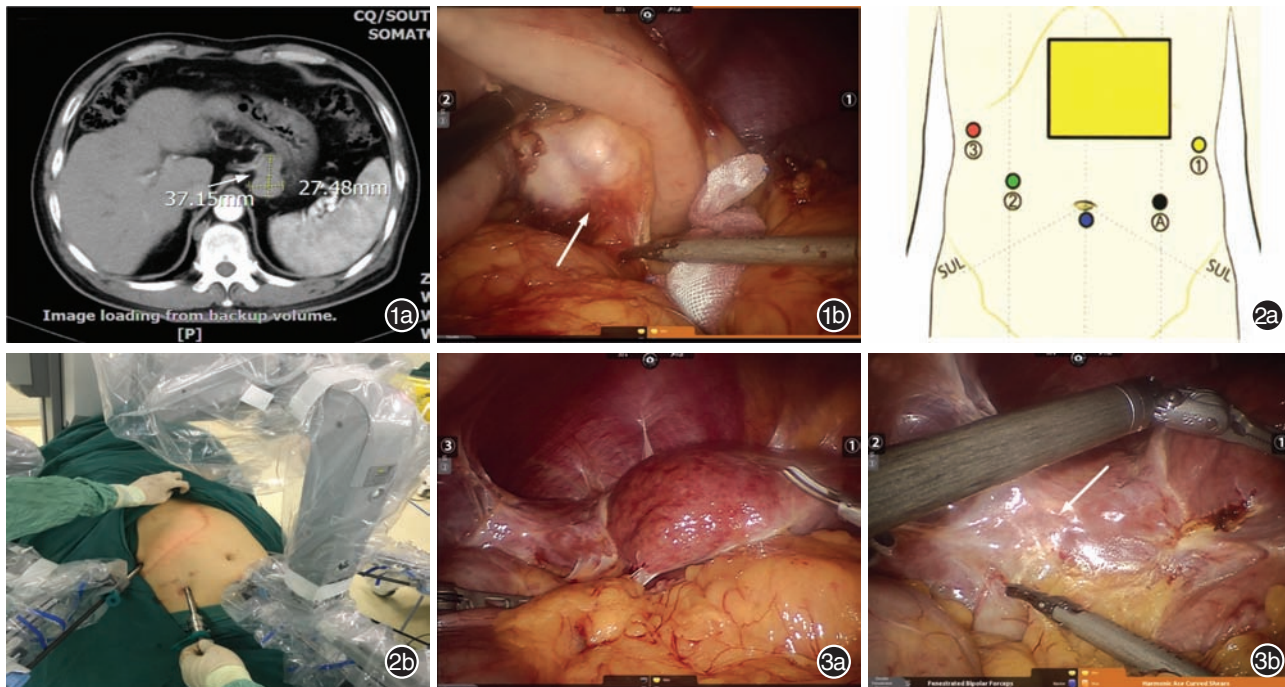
术前腹部CT检查和腹腔镜探查 1a.腹部CT可见小弯侧中段肿大的淋巴结影;1b.术中向上翻起胃后壁,游离胰胃韧带后,可见如CT所示胃小弯处肿大淋巴结(箭头所示) 图2 5孔法 2a.机器人机械臂戳卡布局;2b.机器人机械臂实体组装 图3 术中操作 3a.术中大网膜及结肠肝曲上移包裹第一肝门并与肝缘粘连致密;3b.进一步分离肝门部粘连,暴露肝十二指肠韧带(箭头所示)
